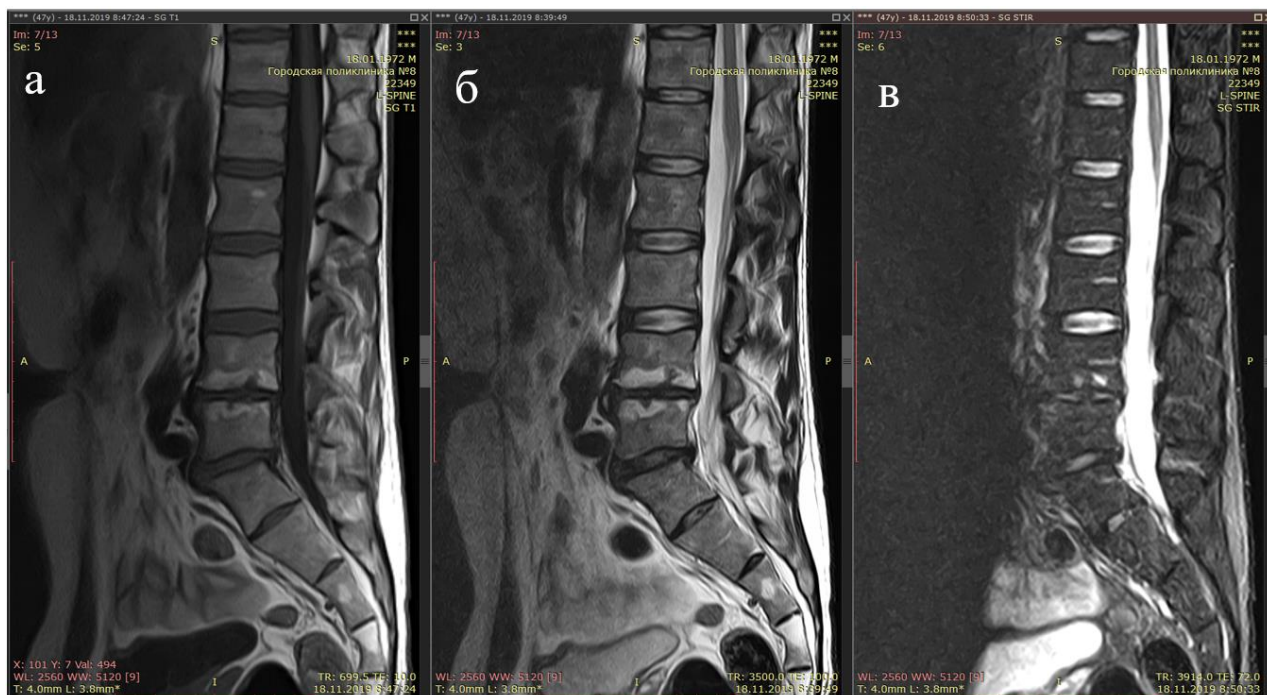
МРТ пояснично-крестцового отдела позвоночника пациента З., сагиттальный срез (а – T1-режим, б – T2-режим, в – T2STIR-режим)
